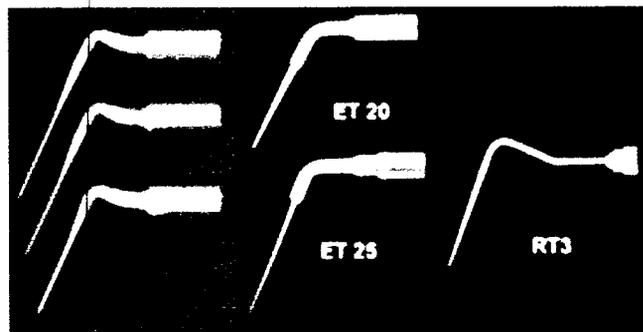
Différentes propositions commerciales d'inserts ultrasonores spécifiquement dédiés au retrait des instruments fracturés. ⁴²
